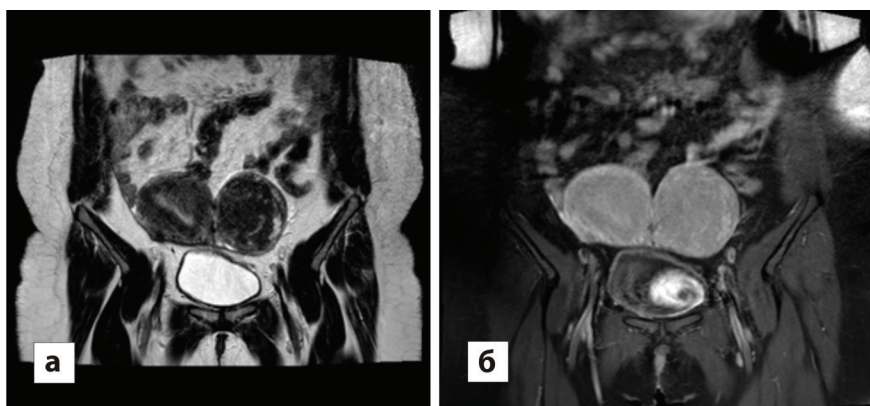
МРТ. Фиброма яичника: а – слева от тела матки определяется образование неправильной округлой формы с сигналом низкой интенсивности по T2ВИ; б – неоднородное выраженное накопление контрастного вещества
